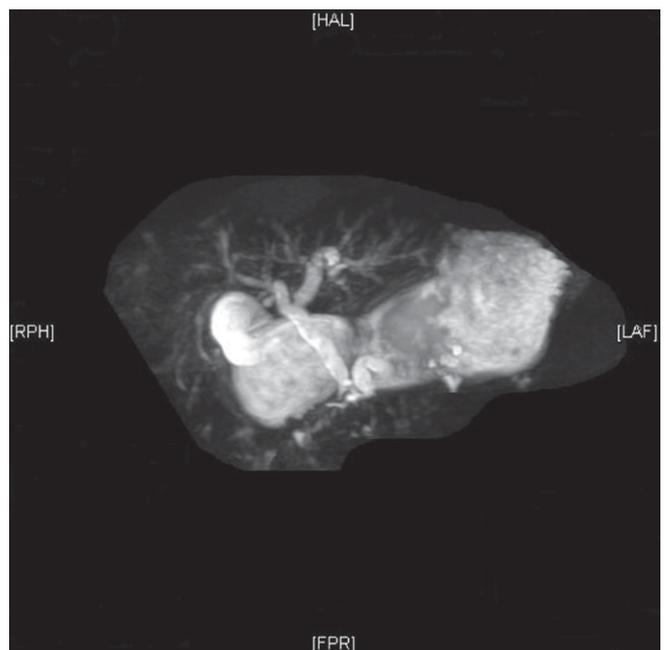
Colangiopancreatografia por ressonância magnética.
